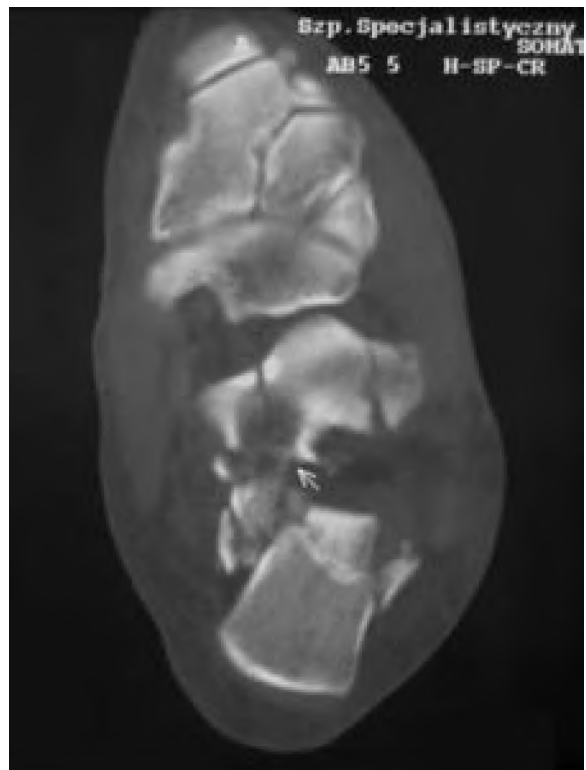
Calcaneus fracture type IIIab acc. to Sanders – CT examination.
